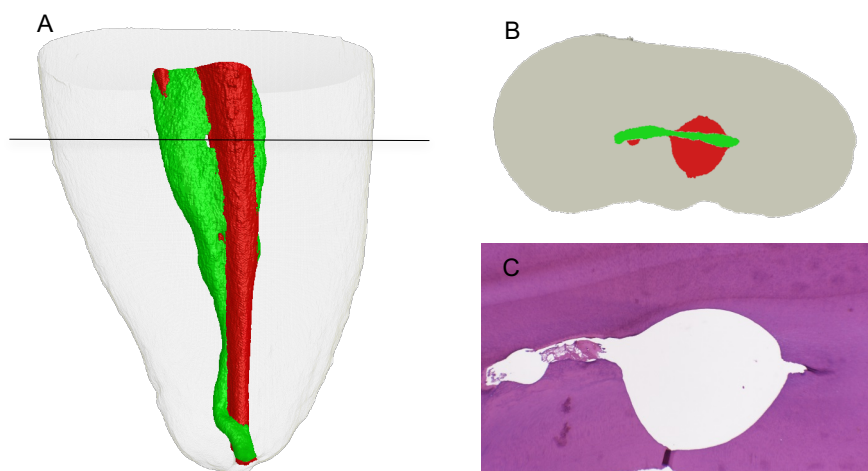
Correlação metodológica: (A) Reconstrução 3D representativa de micro-CT tomadas antes (verde) e após (vermelho) o PQM, mostrando áreas não tocadas ao longo de todo o canal; (B) Corte transversal demonstrando paredes não tocadas obtidas por micro-CT; (C) Corte histológico demonstrando a presença de remanescente pulpar na mesma área de parede não tocada.
